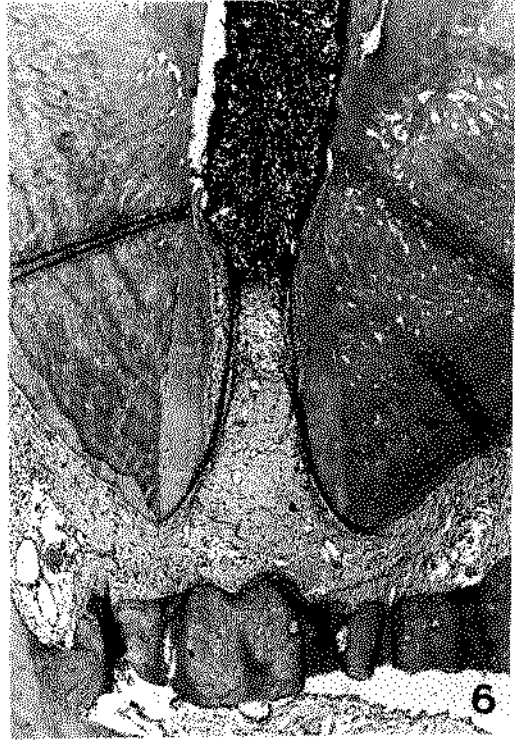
Crescimento de tecido conjuntivo intracanal e restabelecimento da normalidade anatômica da área periapical com neoformação óssea. O cemento neoformado recobre as paredes internas e externas do ápice radicular. O tecido calcificado no interior do canal provavelmente corresponde a restos cementários, oriundos da perfuração da base cementária, restos estes que serviram como focos de calcificação. Aum. 40X-H.E.
